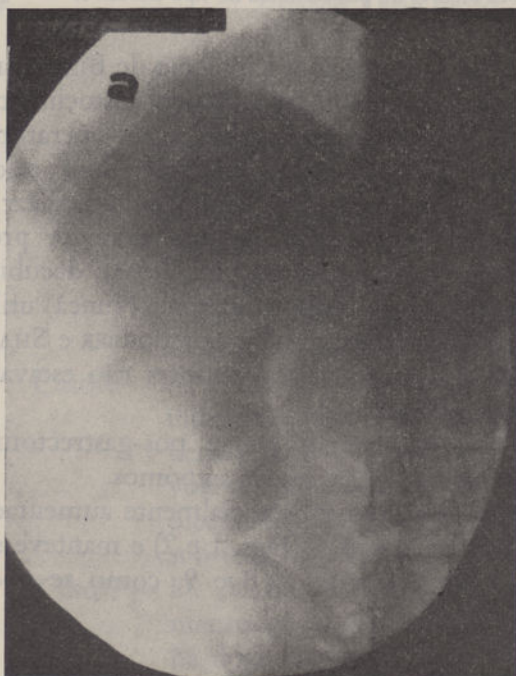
Note-se o aumento de volume vesicular nas radiografias antes e após a intervenção.
